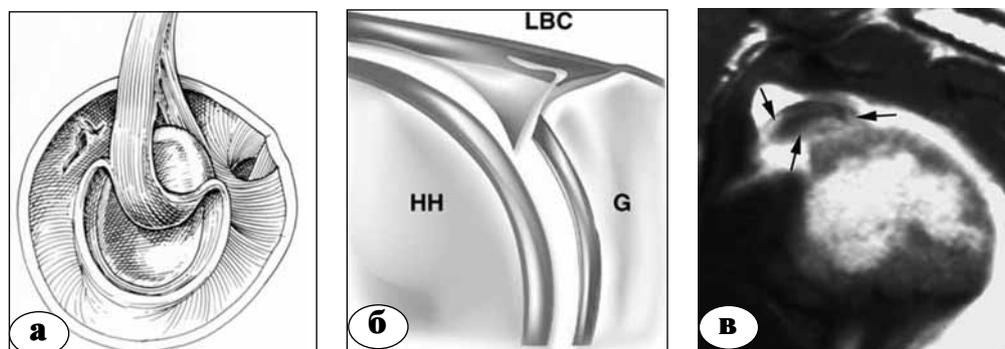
SLAP тип IV: а – сагиттальный вид; б – фронтальный срез; в – МРТ, косая сагиттальная проекция
